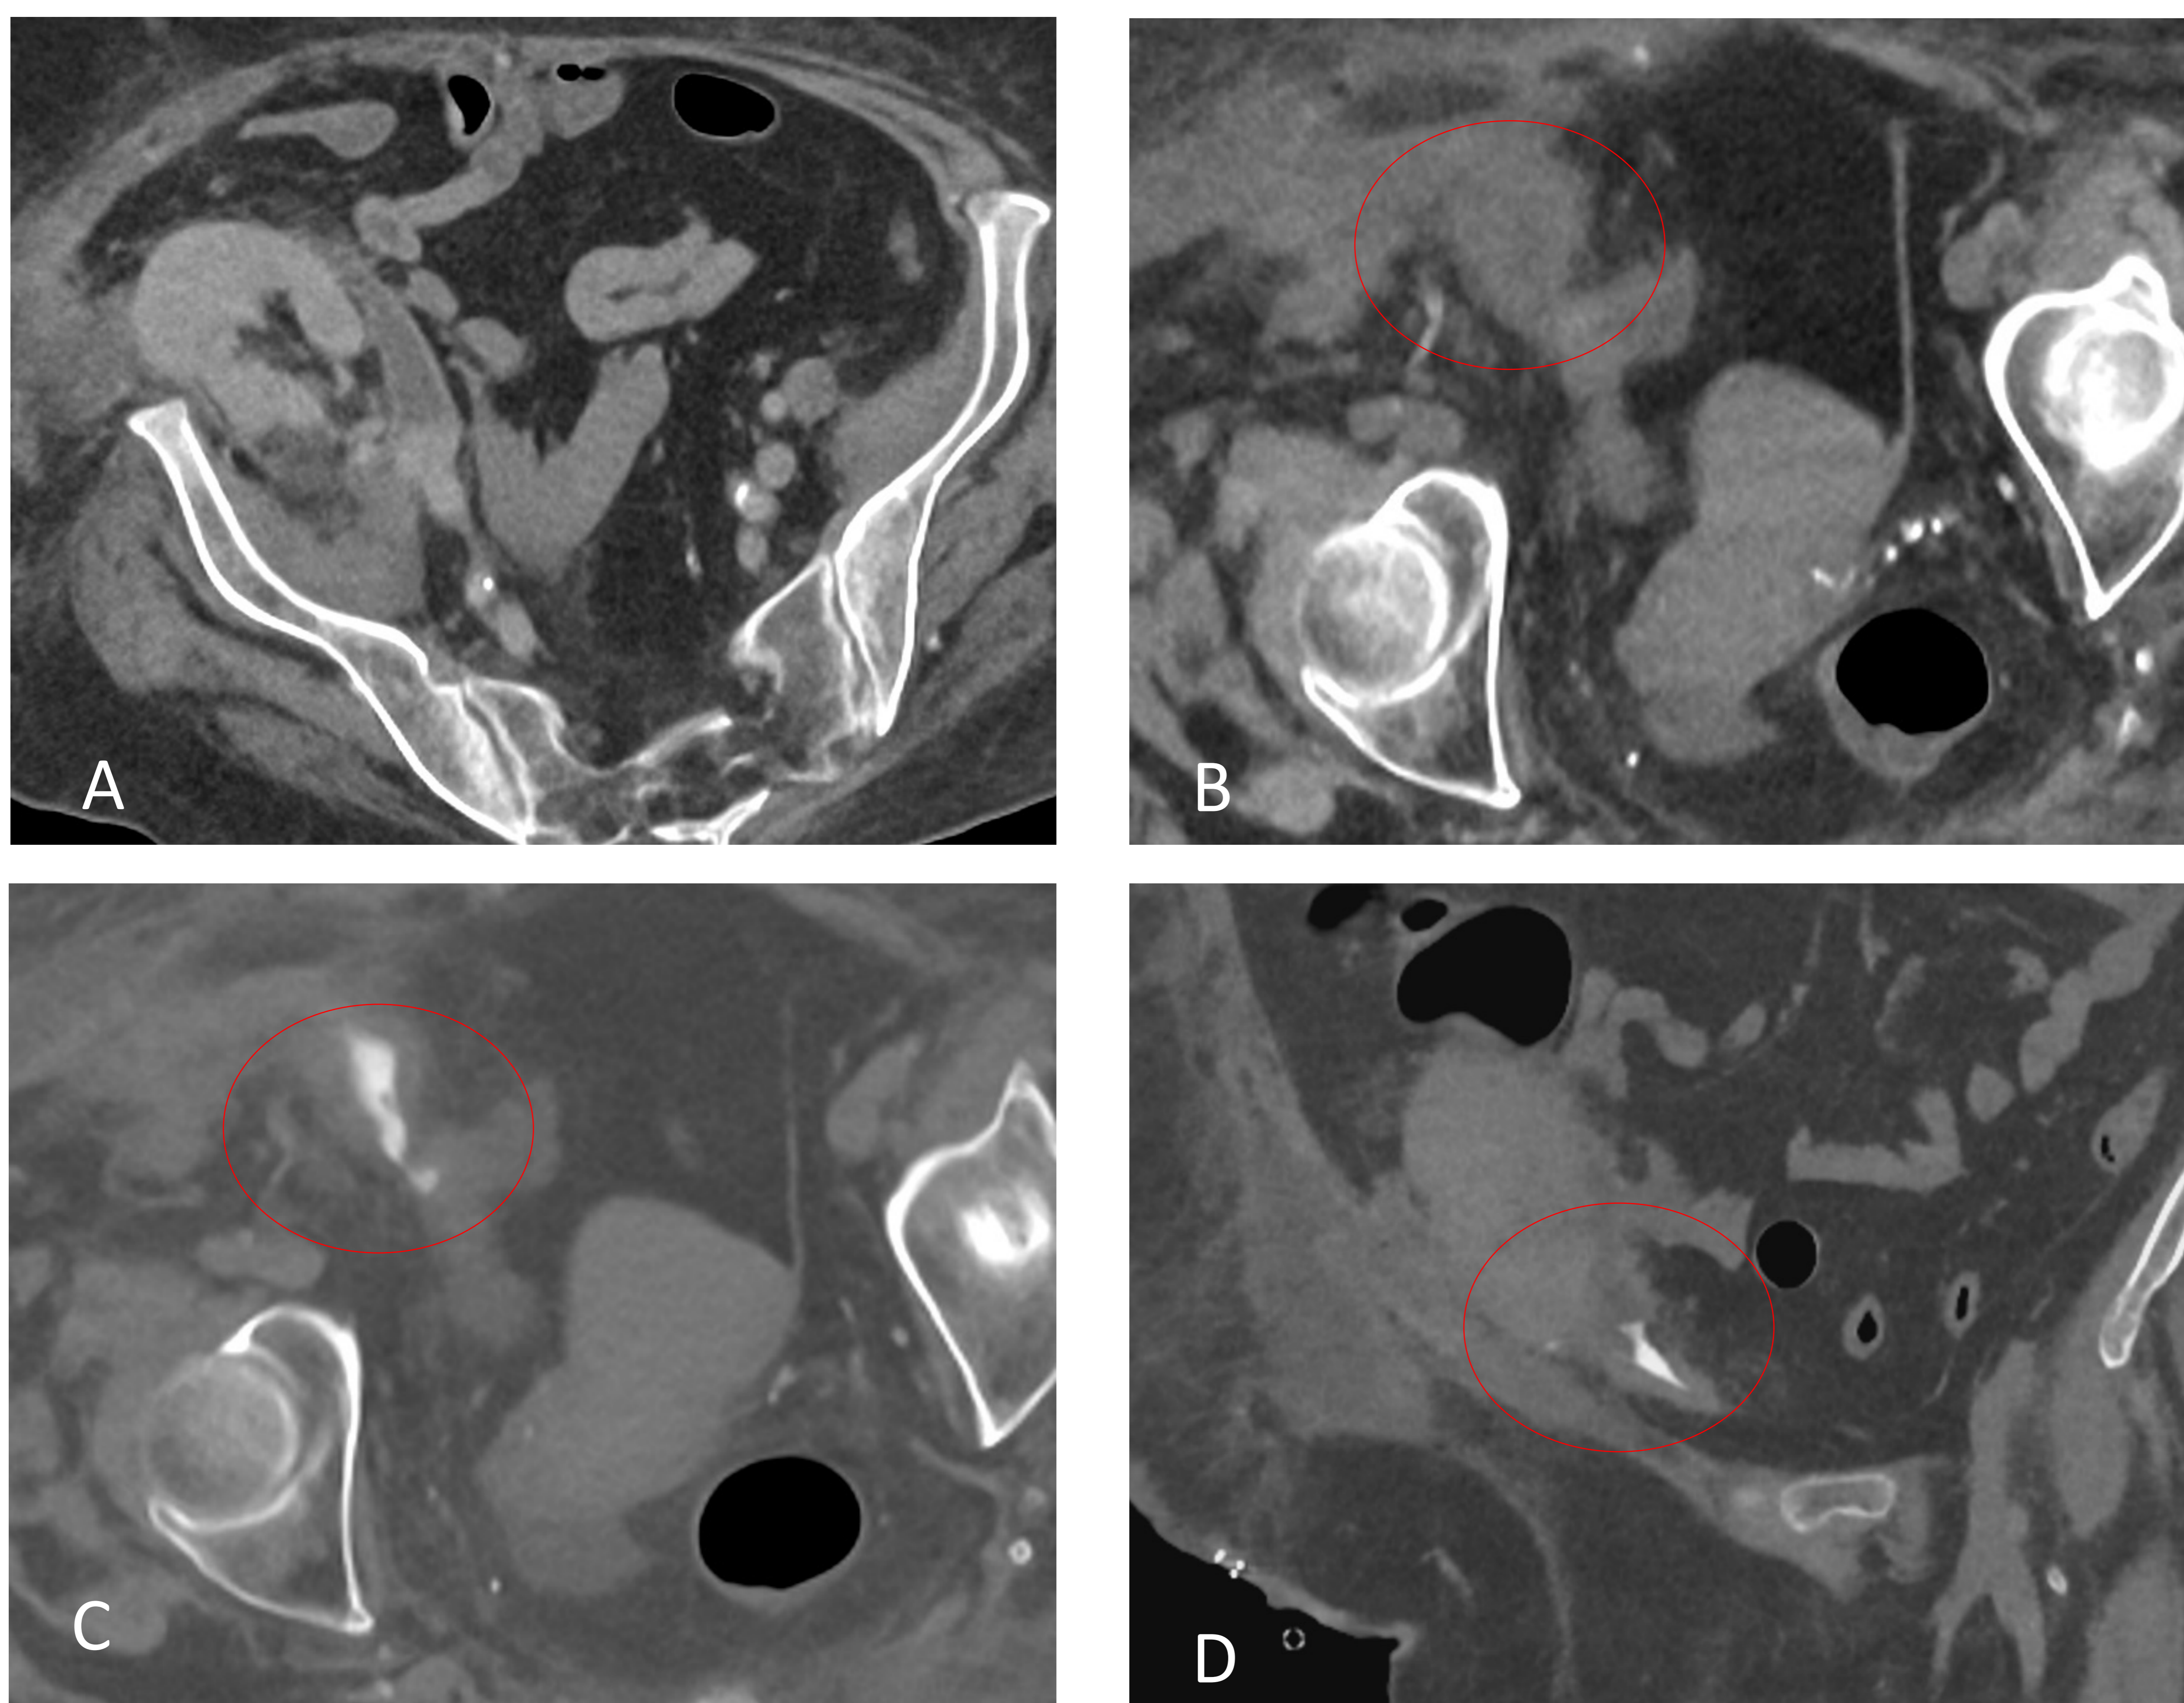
TC (A) TC en fase portal. Injerto renal alojado en fosa ilíaca derecha. (B) TC sin contraste. (C, D) TC en fase excretora. Colección adyacente al polo inferior del injerto renal que se rellena con contraste en la fase excretora en relación con fuga urinaria en la anastomosis uretero-vesical (círculo rojo).
